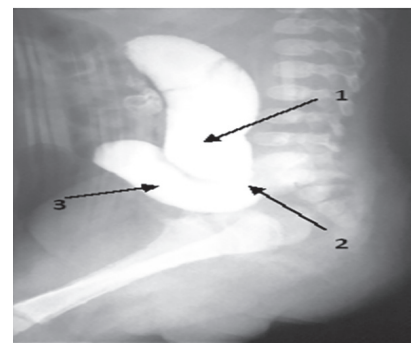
Дистальная стомография. Атрезия ануса. Ректовезикальный свищ. 1 – прямая кишка; 2 – ректовезикальный свищ; 3 – мочевого пузыря
